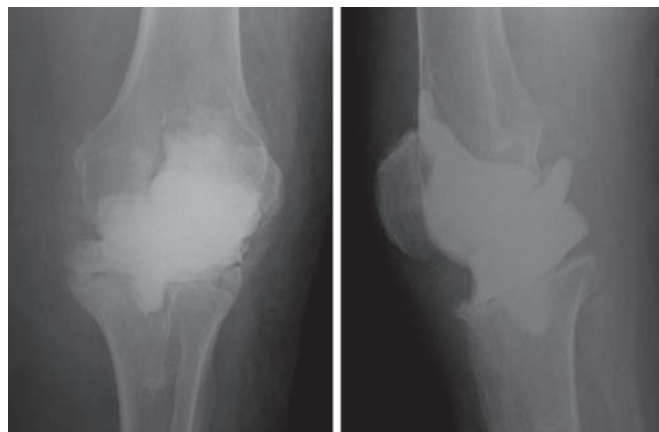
Radiografía simple anteroposterior y lateral de rodilla con espaciador de cemento manual.
